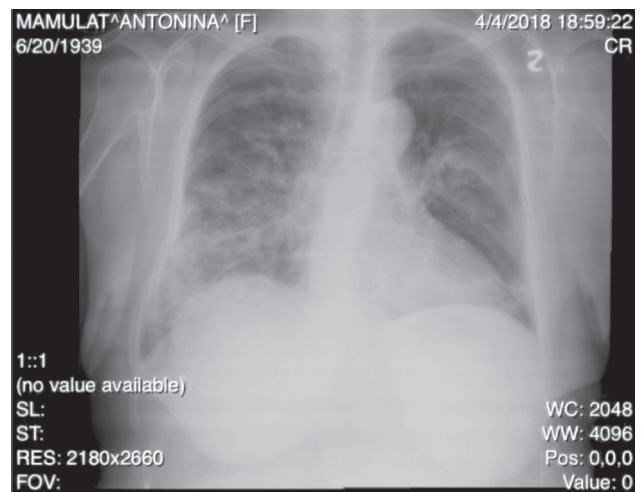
Radiografia pulmonară (4.04.18). Opacități infiltrative difuze, bilateral, preponderent în pulmonul drept
